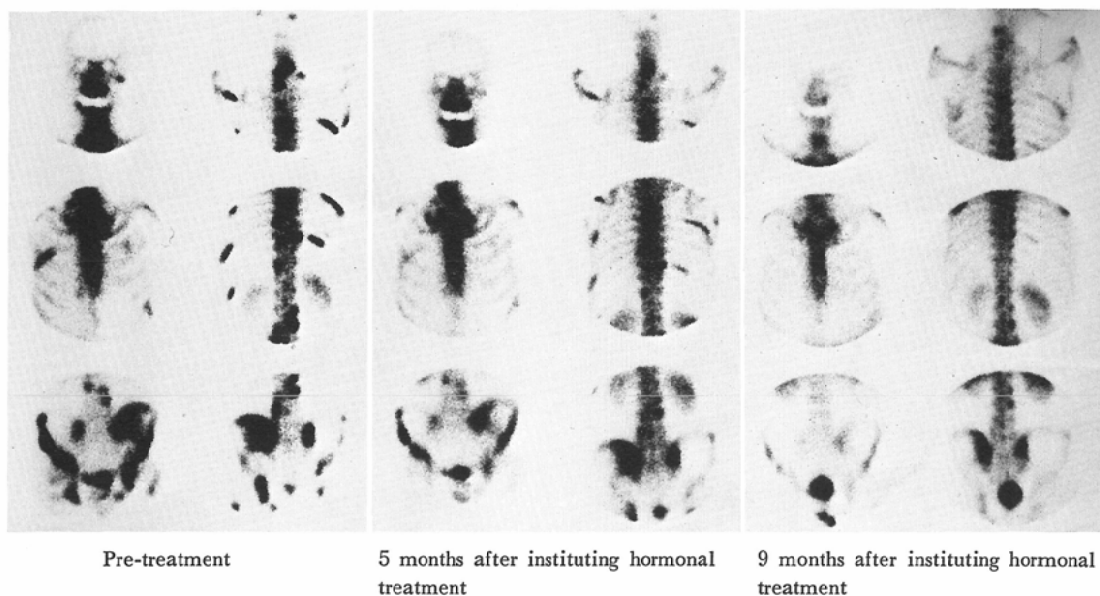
A 66 year old male, with multiple bone metastases from prostate cancer. He received hormonal treatment (Estracyte) for 9 months. Reduction of the number of hot spots (Regression) was well showed in bone scans, but bone roentgenograms could not show the healing process as much as bone scans.
